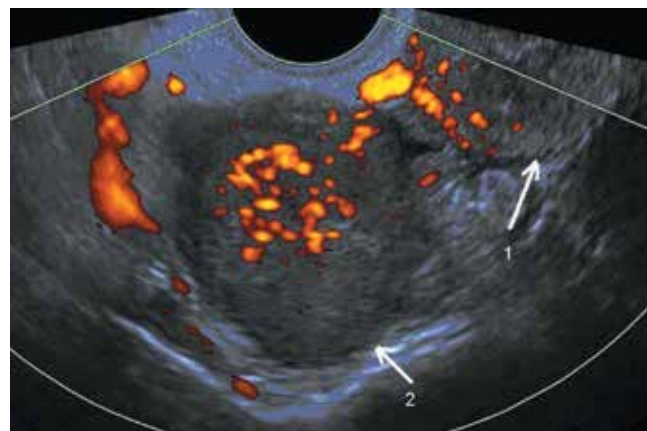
Ультразвуковая томограмма метастатической опухоли яичника больной С., режим энергетической доплерографии: 1 – матка; 2 – опухоль яичника
